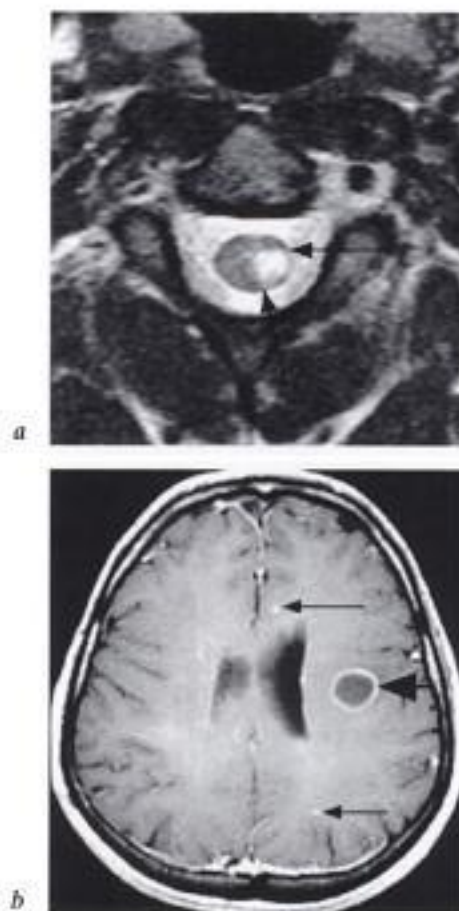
Sclérose en plaques. IRM, coupe axiale cervicale pondérée a) T2 et b) coupe axiale de la tête parallèle au plan CA-CP en pondération T1 après injection IV de gadolinium. Lésion médullaire relativement caractéristique à sommet triangulaire centromédullaire (flèches en a), lésant substance blanche et grise. Lésions encéphaliques hémisphériques gauches de la substance blanche : punctiformes ou rehaussées en anneau (flèches en b).
